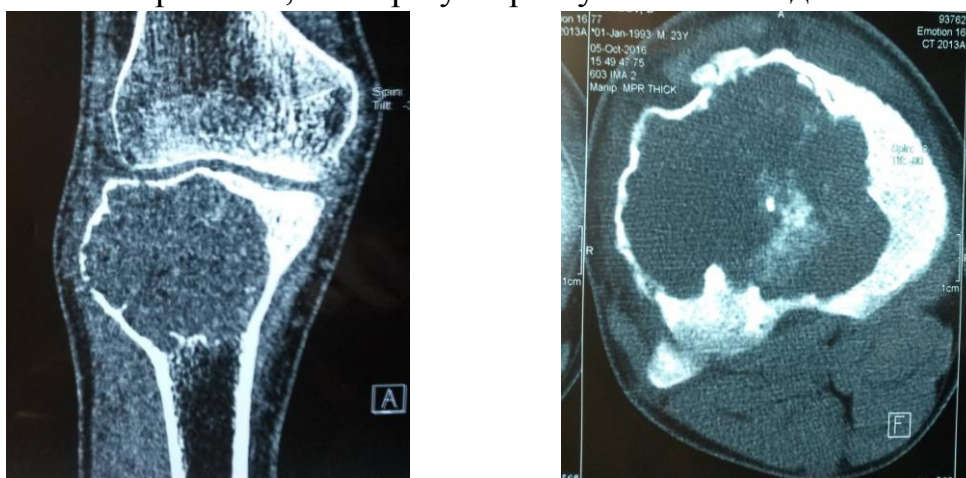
МСКТ правого коленного сустава: Больной К.Д. 23 г., Д/з – ГКО правого коленного сустава.
